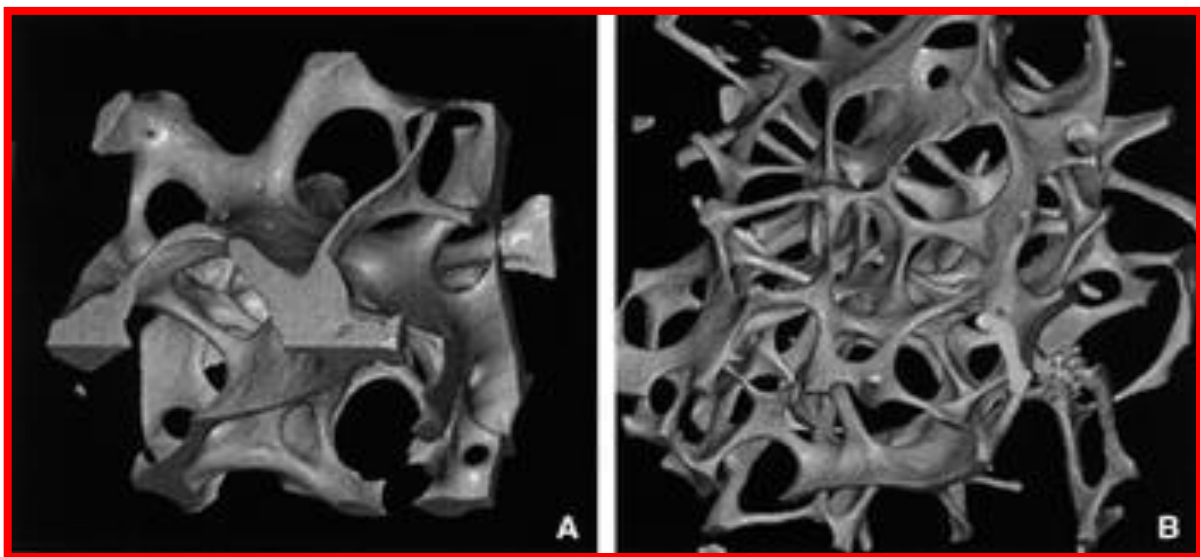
Le réseau trabéculaire osseux vertébral est constitué de lames ou plaques reliées par des piliers ou cordons horizontaux. Sur cette image obtenue par microtomographie synchrotron, on observe les différences d'organisation du réseau trabéculaire et de formes de travées entre un sujet jeune (A) et un sujet âgé (B)
